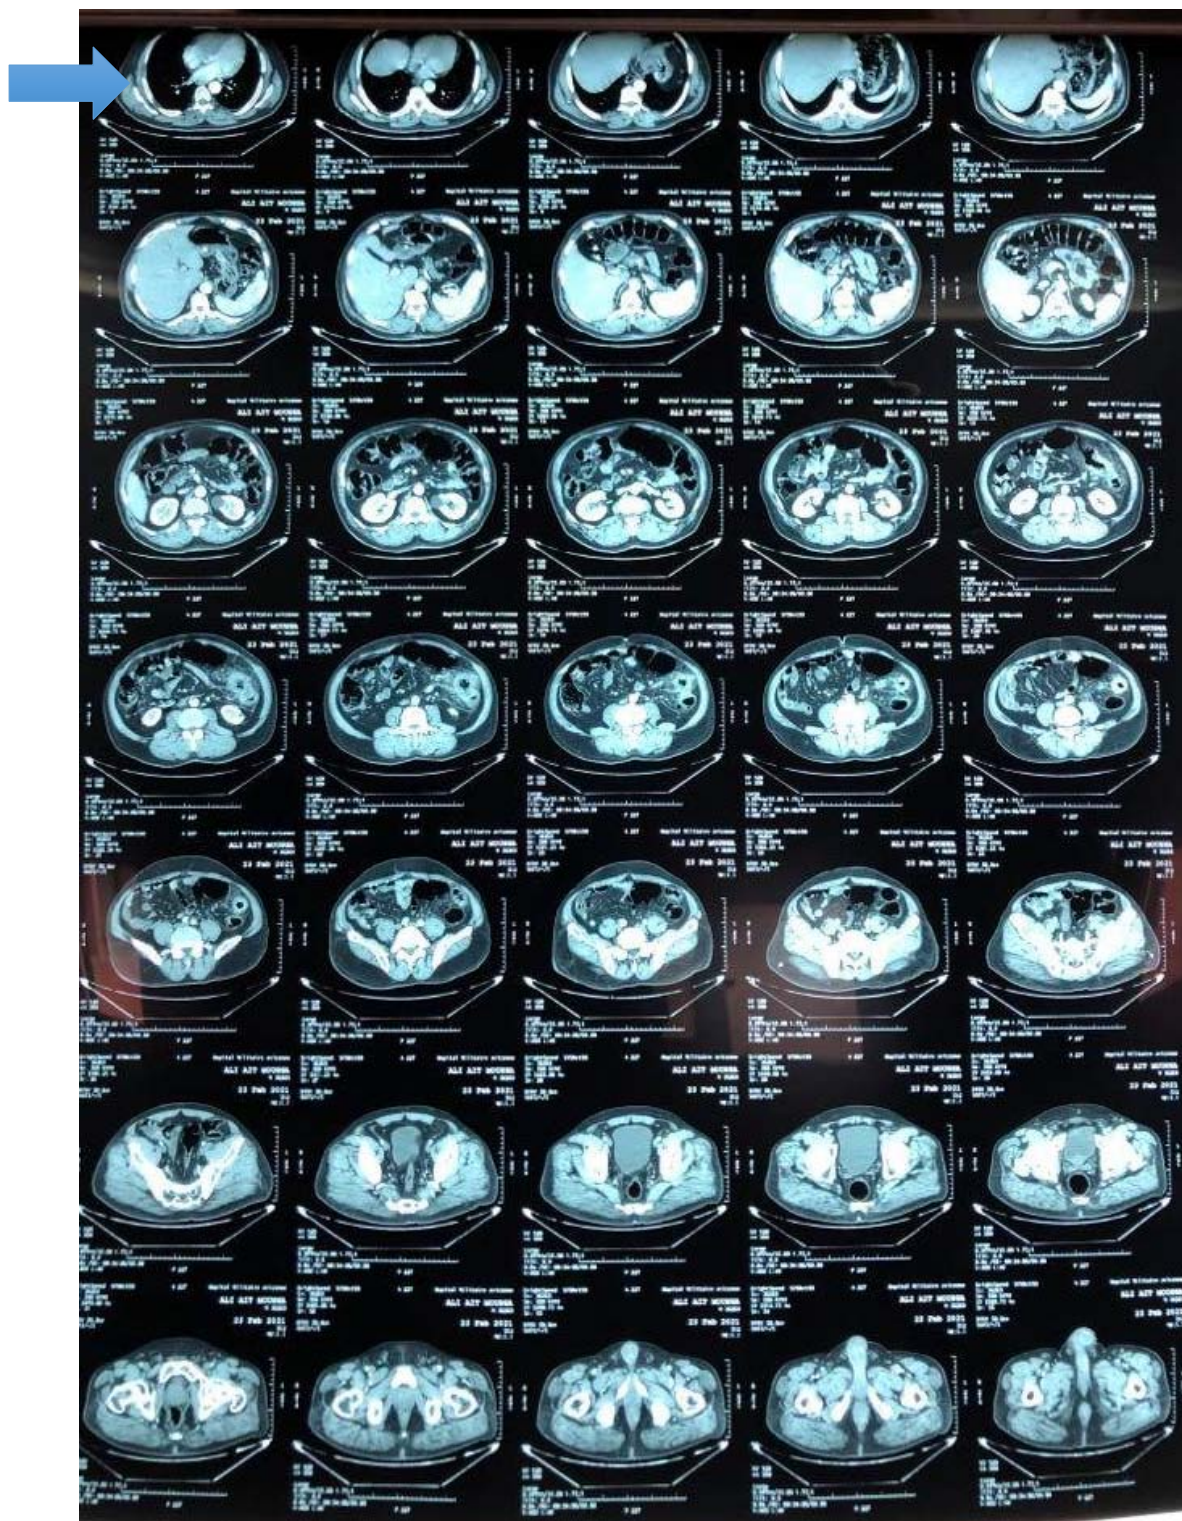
(TDM) Epaissement pariétal suspect de l'angle colique gauche et du colon descendant, avec infiltration nodulaire de voisinage.
